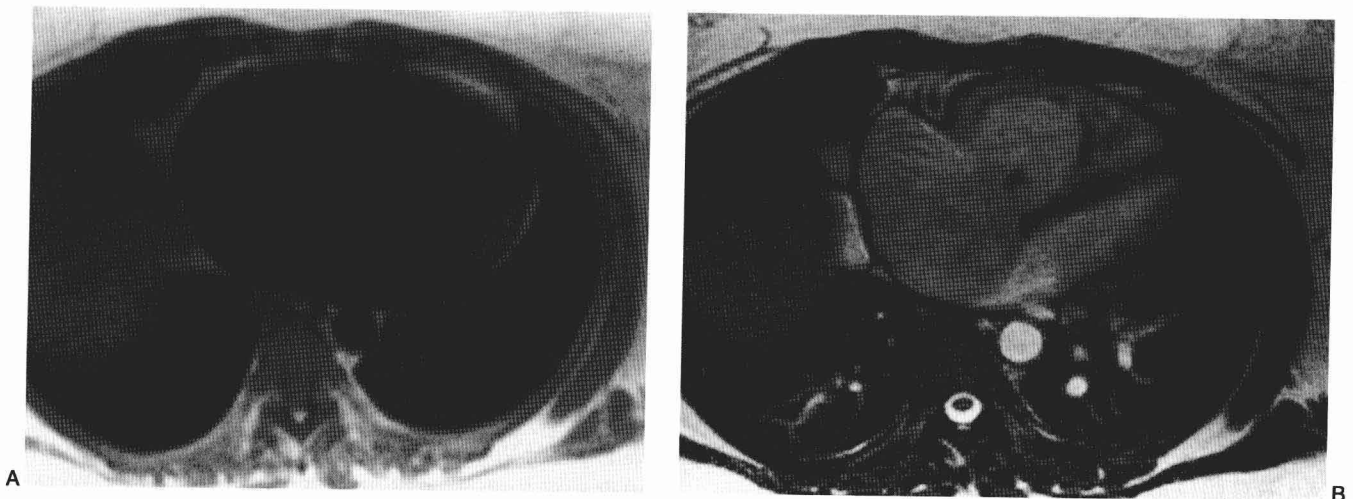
MRI 轴位断层图像,分别使用黑血自旋回波(A)和亮血梯度回波技术(B)
